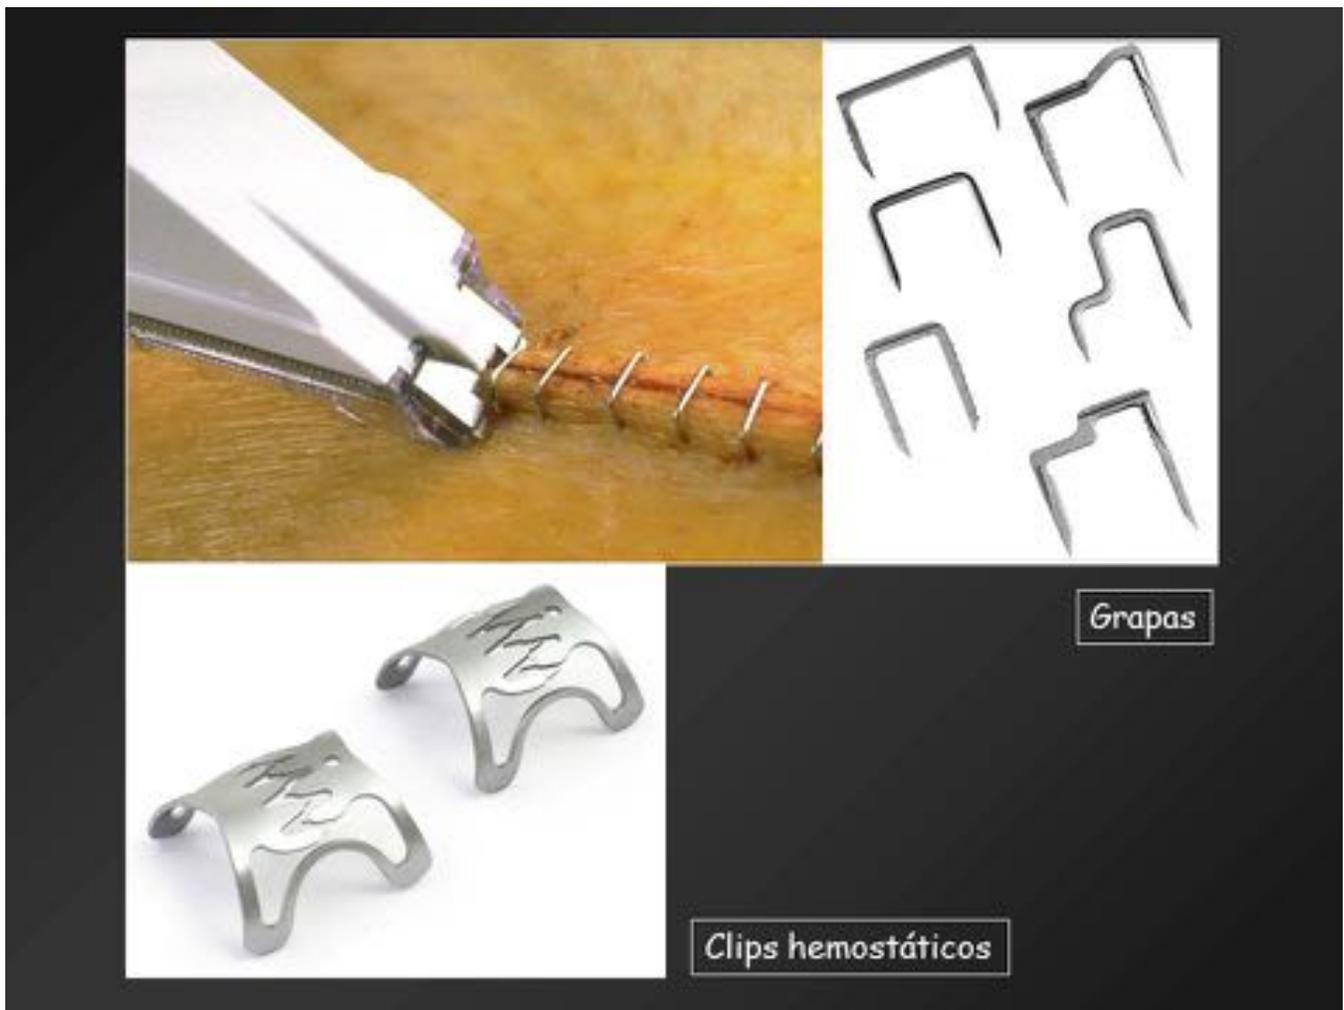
Clips hemostáticos y grapas (dispositivos RM compatibles/riesgo bajo-intermedio)
